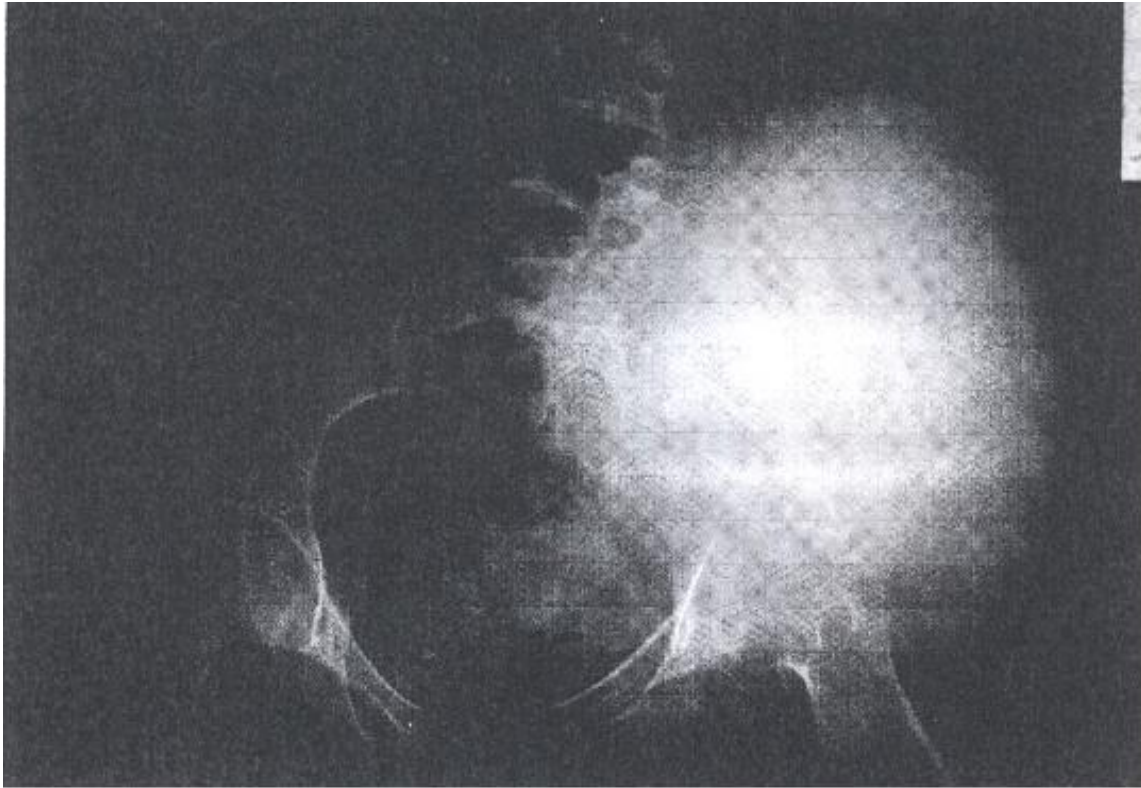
la radiographie standard de la hanche montre une image floconneuse de l'os iliaque gauche avec une opacité à limite floue des parties molles.
